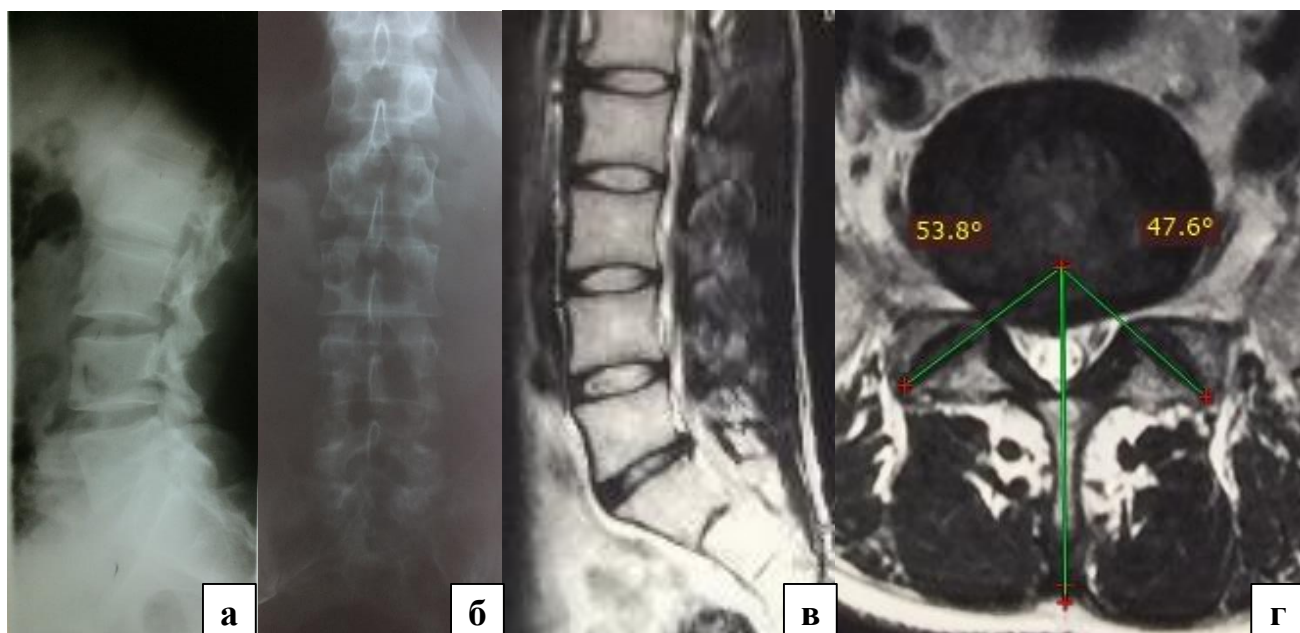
Клинический пример, пациент П., 35 лет: а – сагиттальная поясничная спондилограмма до операции (PI 52°, PT 12°, SS 40°, L<sub>I</sub>-S<sub>I</sub> LL 55°); б – фронтальная поясничная спондилограмма до операции; в – сагиттальная МРТ-грамма поясничного отдела позвоночника до операции (клинически значимая грыжа межпозвонкового диска L<sub>V</sub>-S<sub>I</sub>); г – аксиальная МРТ-грамма поясничного отдела позвоночника на уровне L<sub>V</sub>-S<sub>I</sub>
